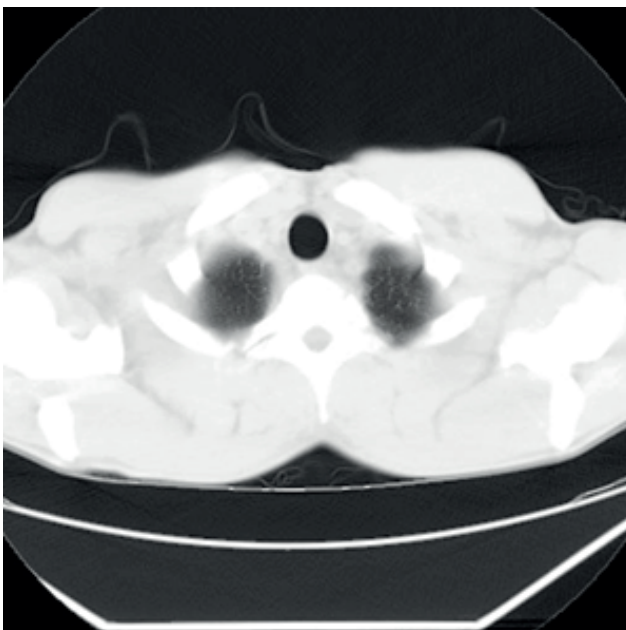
КТ ОГК от 13.09.2016 г. В срезах – послеоперационные фиброзные изменения, булл не определяется.
